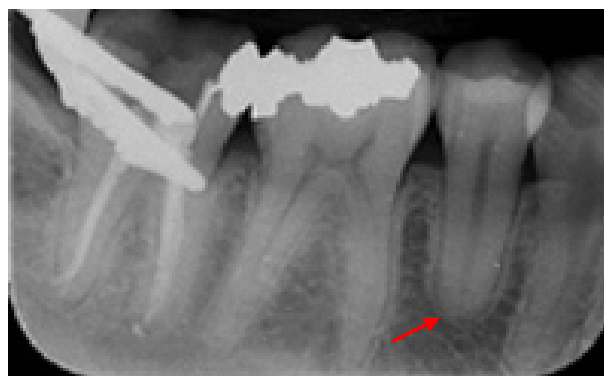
Radiografía donde apreciamos la rizolisis de un 2º premolar inferior.
